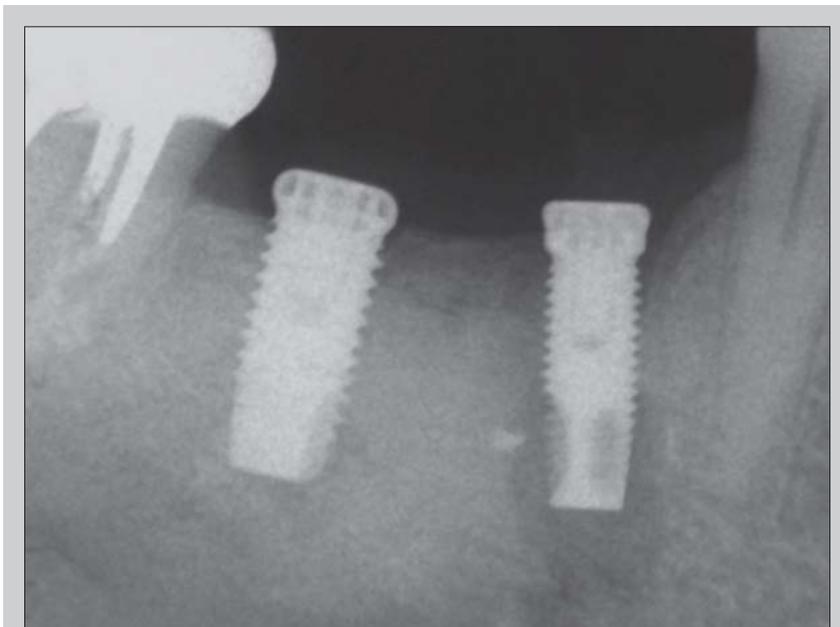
Diese Röntgenaufnahme zeigt eine frühe apikale Periimplantitis an einem zweizeitig gesetztem Unterkieferimplantat. Deutlich zu erkennen sind die apikale Läsion und ein verbliebener Rest Wurzelfüllmaterial, das als Ausgangspunkt der infektiösen Komplikation infrage kommt. Wenn das Implantat eine gute mechanische Stabilität aufweist, kann es erhalten und die apikale Läsion chirurgisch behandelt werden.
